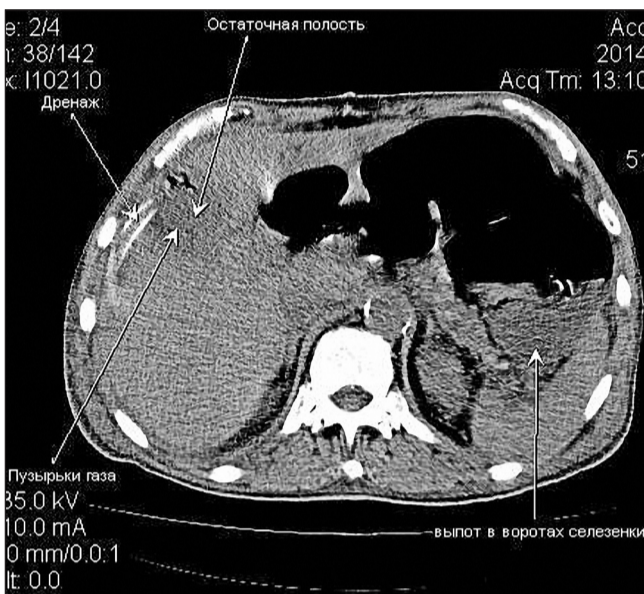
Компьютерная томография. Выпот в воротах селезенки. В проекции резекционной поверхности остаточная полость, в ней – жидкость и пузырьки воздуха. К полости подведена дренажная трубка (отмечено стрелками)
